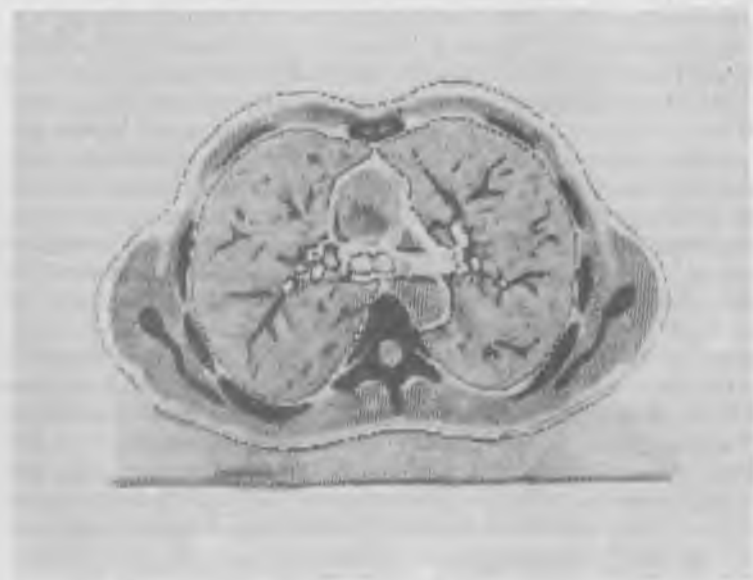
КТ на уровне бифуркации трахеи. Нормальная конусовидная форма передних и задних краев легких. Сосудистый рисунок несколько фрагментирован из-за умеренной возрастной эмфизематозности легких.
